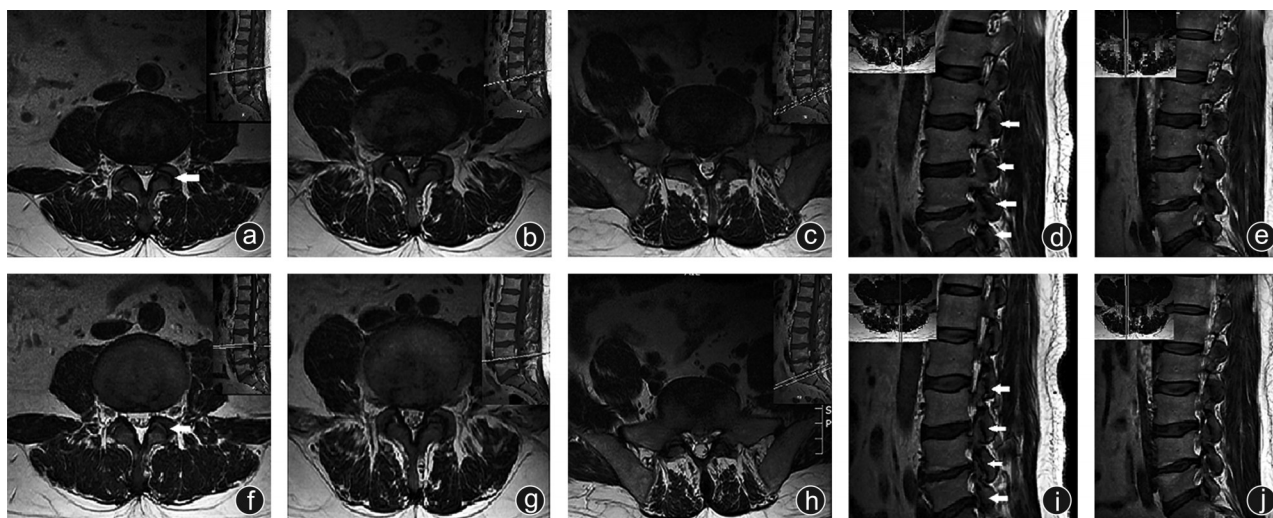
病人,男,41岁,因搬运重物后腰部疼痛1 d来院。体格检查以L_{3/4}和L_{4/5}左侧旁开1 cm深压痛为主,无明显的下肢根性症状,拒绝手术和有创性封闭治疗,遂进行手法复位治疗 a~e:手法复位治疗前,腰椎MRI,L_{3/4}(a)和L_{4/5}(b)水平位核磁平扫,可以清晰见到左侧小关节(白色箭头处)较右侧间隙增大,关节面软骨及其周围低信号影,关节间隙增宽,考虑与外伤和炎症有关;L_{3/5}小关节平扫(c),可见左侧小关节呈矢状化改变,但无明显水肿炎症;左侧小关节矢状位平扫(d),可见L₂~S₁小关节宽度(白色箭头处)较右侧(e)均有增宽。f~j:出院后1个月,病人腰痛明显缓解,复查MRI,可见L_{3/4}(f)左侧小关节面炎症较手法复位治疗前(a)有所缓解;L_{4/5}(g)、L_{5/S}₁(h)较手法复位治疗前(b、c)轻度缓解;左侧小关节矢状位平扫(i),可见L₂~S₁小关节宽度(白色箭头处)较手法复位治疗前(d)关节间隙明显减小,且与手法复位治疗前对侧(e)的间隙接近
